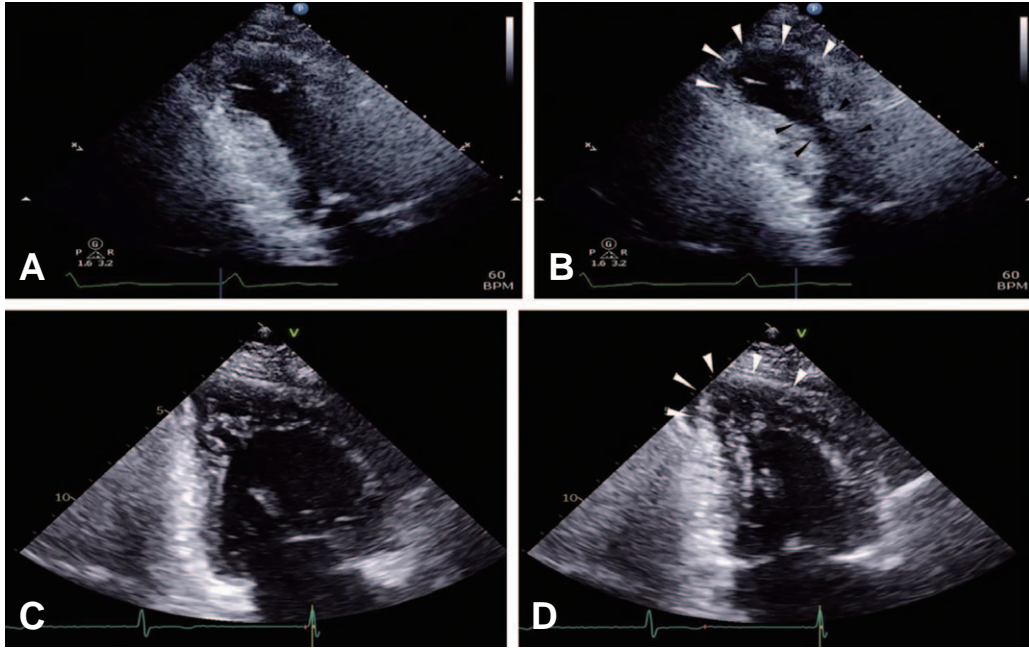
TTE after 3 days of admission (A: diastole, B: systole) and 1 year follow-up (C: diastole, D: systole), Apical 2 chamber view. (A, B) TTE after 3 days of admission demonstrated LV apical akinesia (white arrowheads) with basal hyperkinesia (black arrowheads) so called “apical ballooning” and mildly reduced LV systolic function (EF=47.2% by Simpson’s method) (C, D) Follow-up TTE demonstrated completely improved apical ballooning (white arrowheads) and normalized LV systolic function (EF=58%, by Simpson’s method)
